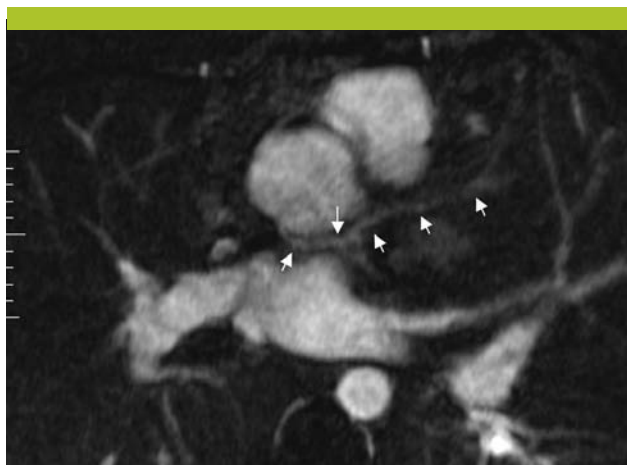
Angio-IRM des coronaires chez un patient opéré d'une tétralogie de Fallot
